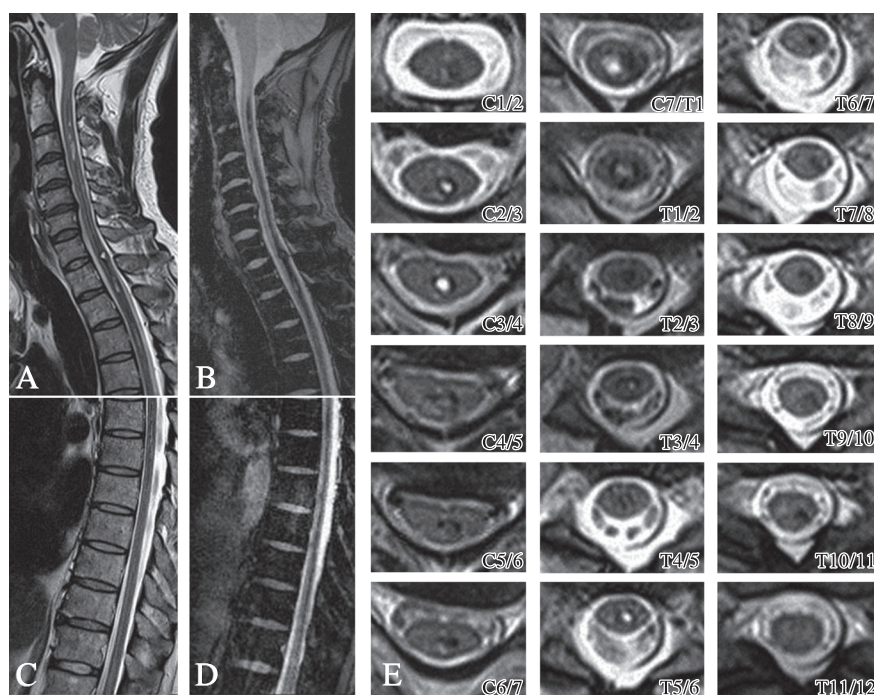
MRI of the cervical spinal cord on day 51 and MRI of the thoracic spinal cord on day 56.
